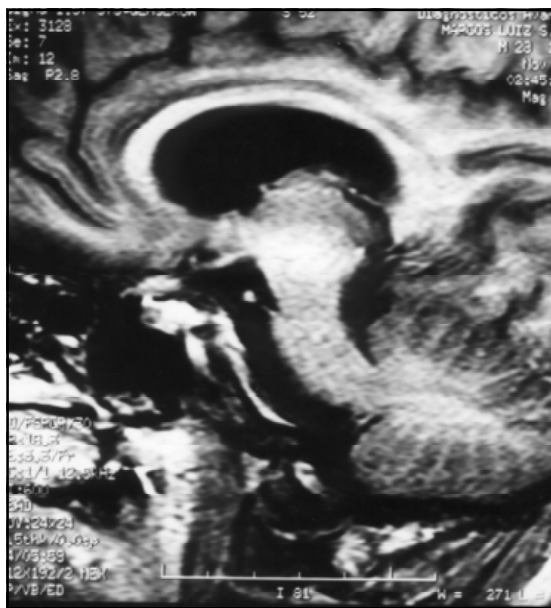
RM de crânio, em T1, após a injeção de contraste paramagnético, evidenciando lesão hipodensa, expansiva na região do tecto do mesencéfalo com captação anelar do contraste.
